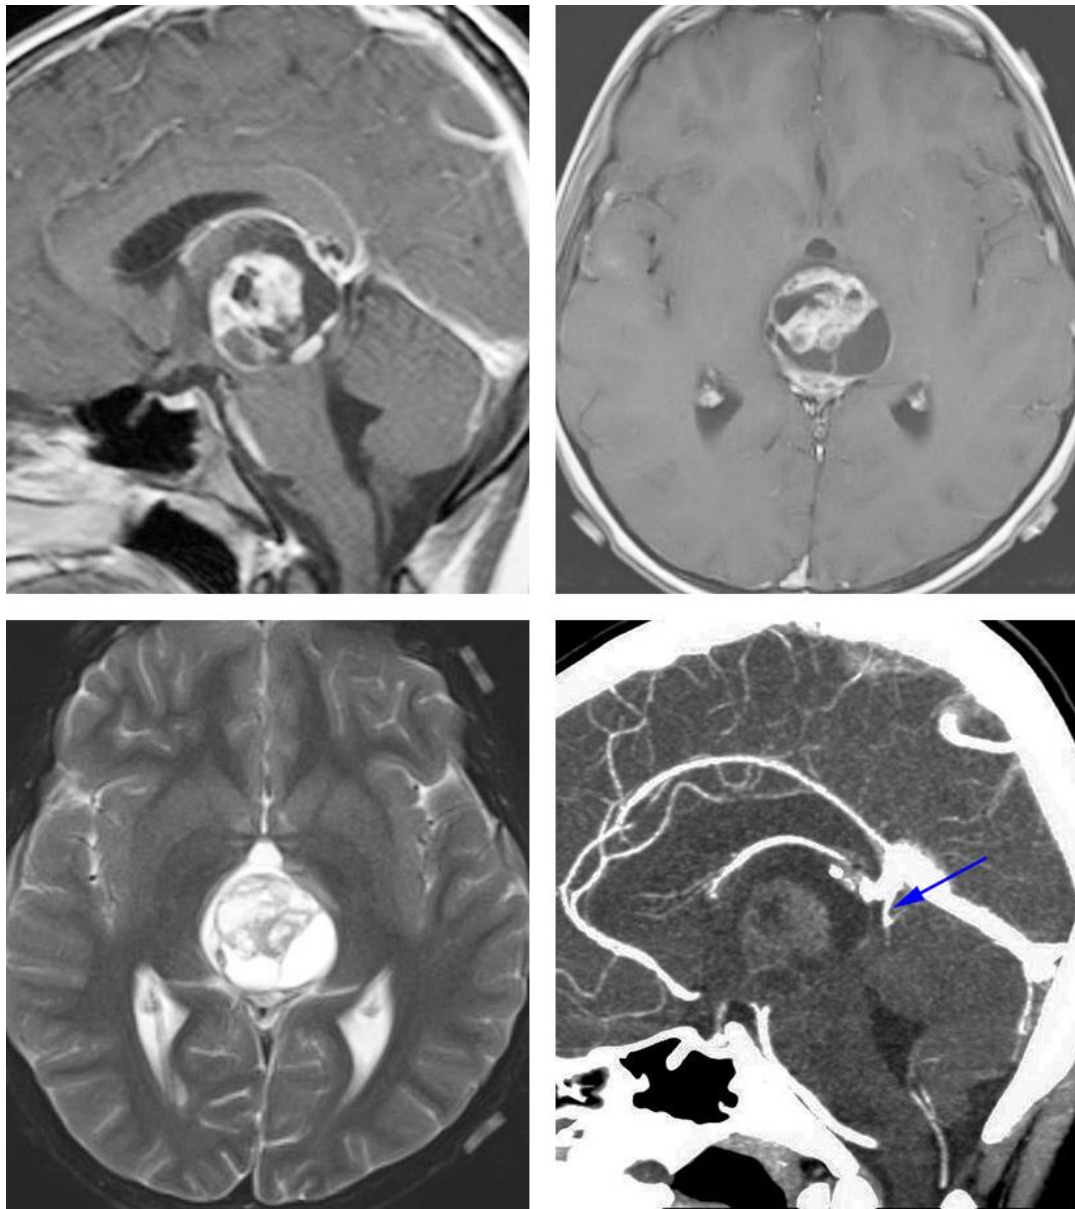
对于有些患者，术前仔细评估深部静脉系统是有好处的。如图所示为一例未成熟畸胎瘤患者，术前 CT 血管成像提示大脑大静脉及其属支位于肿瘤后方（蓝色箭头）。这种静脉结构使得我们不能采用显露更好的小脑上入路，而枕部经天幕入路更为合适。
